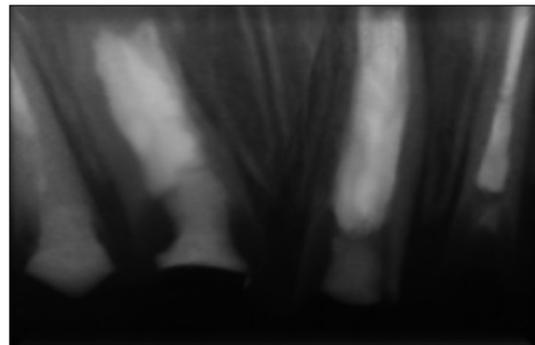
Clinical photograph and standard radiographic view of post-treatment.
